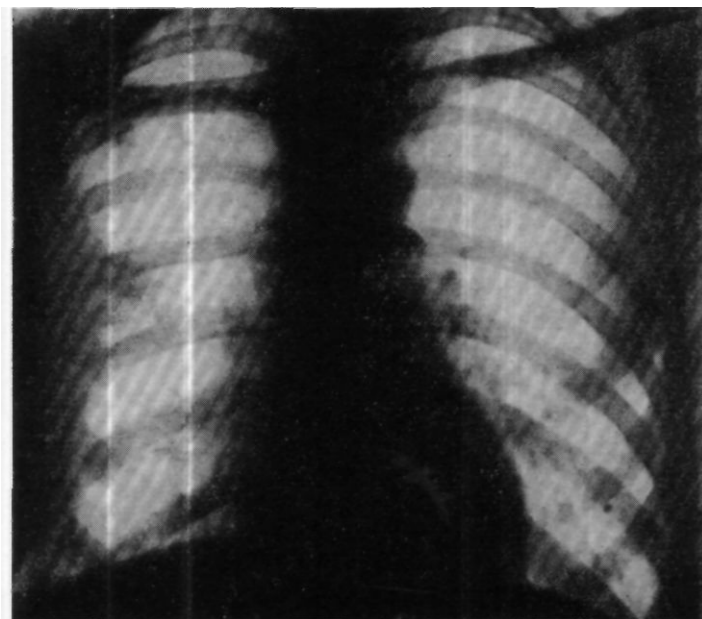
Рентгенограмма больного К-ва (после операции). Правая половина грудной клетки деформирована за счет резекции V—VII ребер. Легочное поле справа малоинтенсивно затемнено, в основном за счет плевральных наложений и цирротических изменений в легочной ткани. Полостей распада нет.
